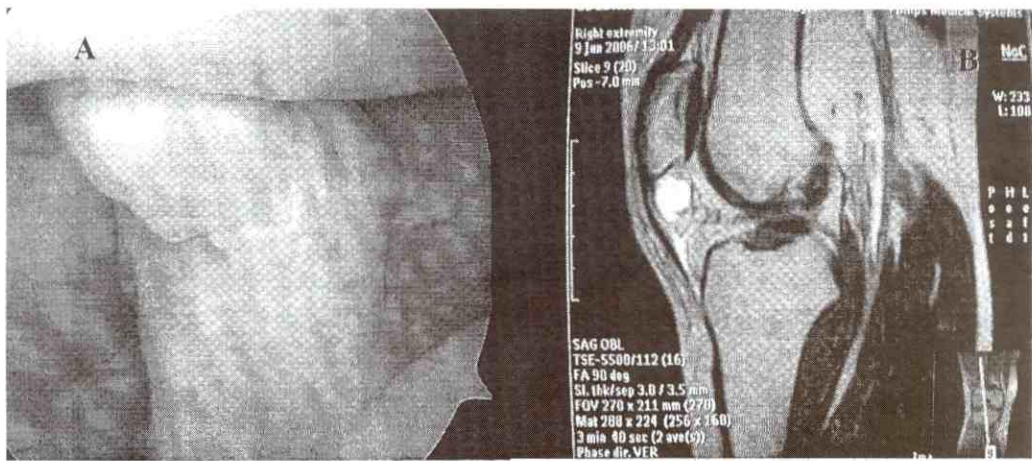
A. Rotura parcial de LCA por vía artroscópica. B. Correlación con RMN de lesión de rotura de LCA.
